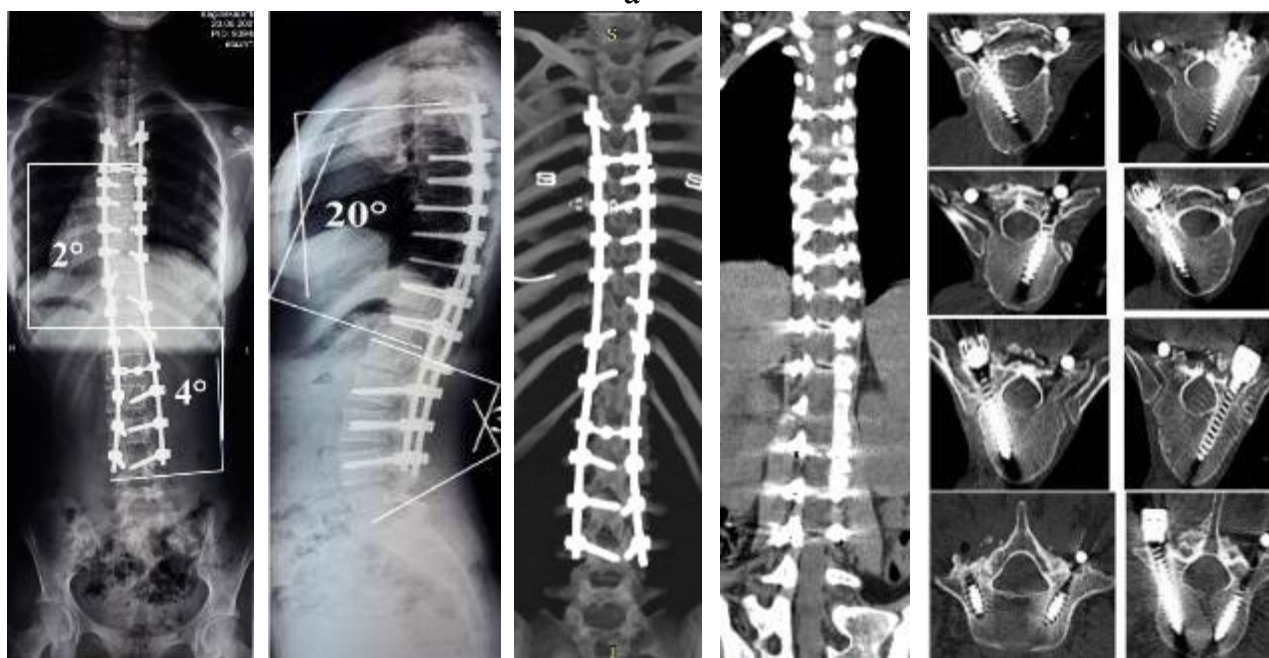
Рентгенограми хворого Б. після хірургічного лікування: а) фас, б) профіль
